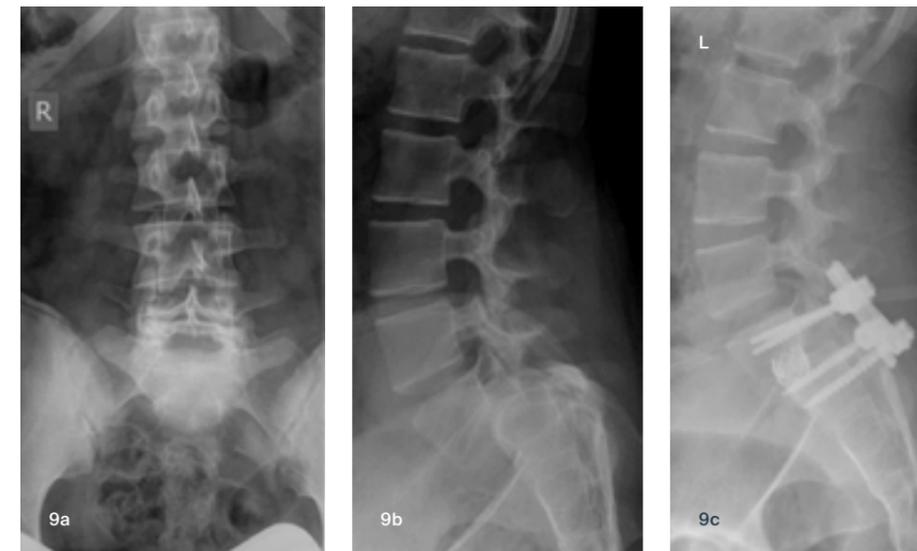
Sogenannter „umgekehrter Napoleonshut“ als Zeichen der Spondylolisthesis im ap. Röntgenbild (a); Hochgradige dysplastische Spondylolisthesis Grad IV n. Meyerding (b); Status nach Repositions-spondylodese (c)
